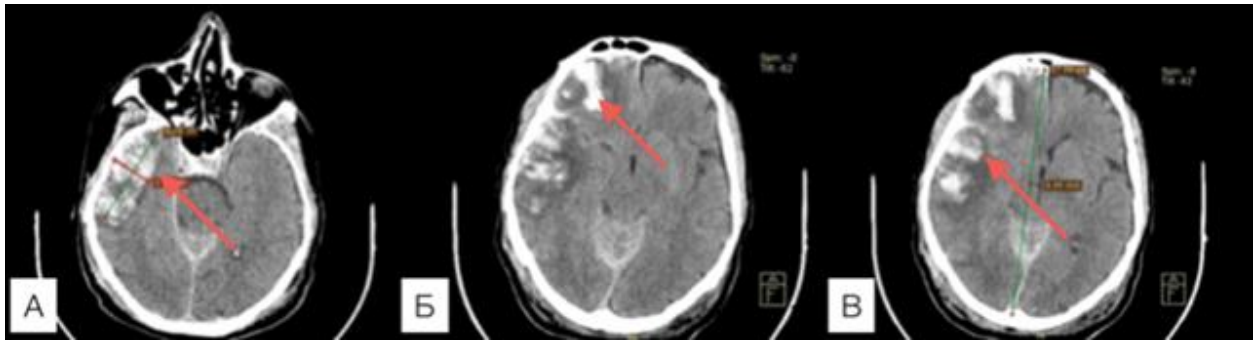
Спостереження №132. Контрольна КТ голови пацієнта Л-зе 71 років (історія хвороби №17796), через 6 годин після первинних знімків демонструє геморагічну прогресію скроневого (А та Б) та лобного забою (Б) та зміщення серединних структур до 6 мм (В).
